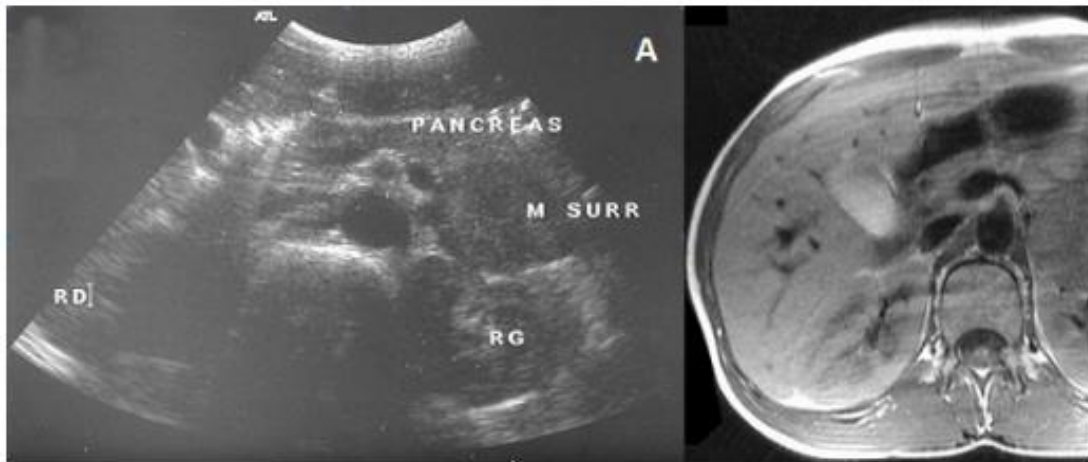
échographie abdominale chez un enfant de 6 ans montrant une tumeur ovale de 36x21mm située devant le rein gauche (A), TDM montrant un phéochromocytome surrénalien gauche chez le même enfant (B). (24)
